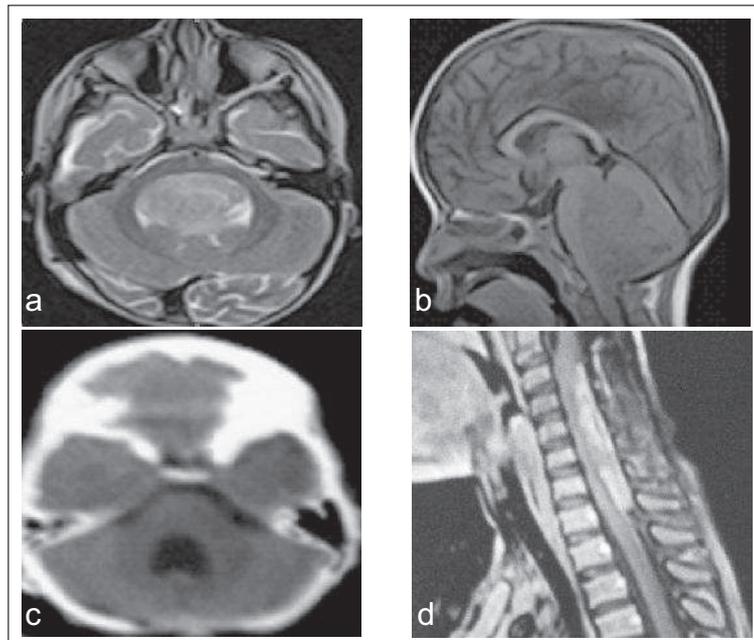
a-b IRM préopératoire en coupes sagittale et axiale : Volumineux épendymomes de la FCP avec extension cisternale.
